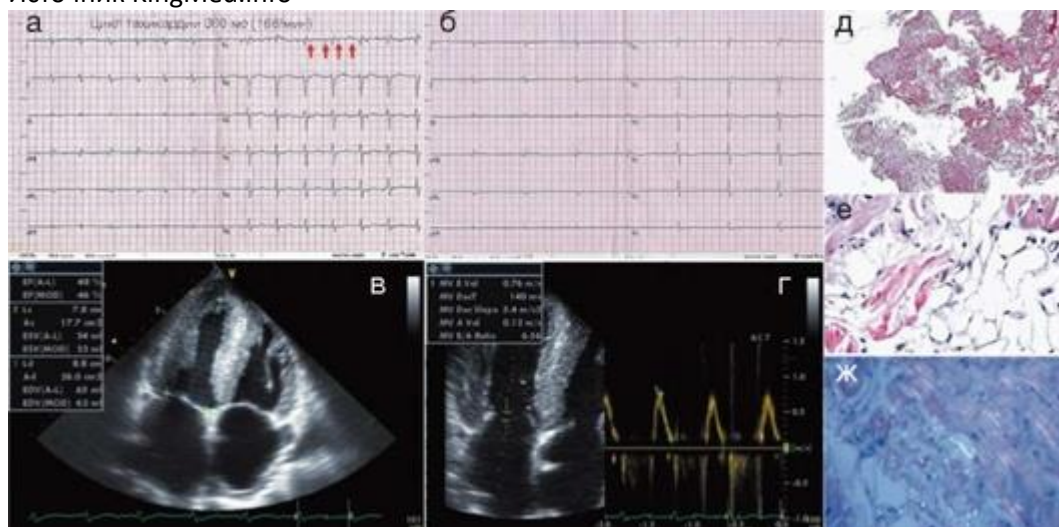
Результаты инструментального исследования у больного Я., 67 лет [TTR (?), амилоидоз сердца в форме рестриктивной кардиомиопатии]: а - ЭКГ при поступлении в клинику; б - электрокардиограмма после восстановления синусового ритма, скорость записи - 25 мм/с; в, г - эхокардиограммы, четырехкамерная позиция (левые камеры слева) - определение фракции выброса левого желудочка (в) и оценка диастолической функции (г); д-ж - биоптаты правого желудочка; д, г - окраска конго красным, малое (д) и большое (е) увеличение, ярко-красным цветом окрашены отложения амилоида в строме; ж - исследование окрашенных препаратов в поляризованном свете (яблочно-зеленое свечение - амилоидные массы) (пояснения см. в тексте)
